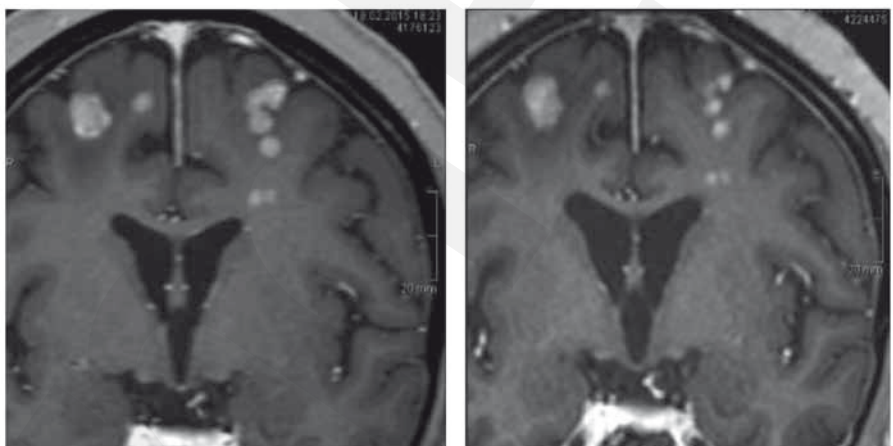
à gauche: IRM avant le début du traitement par le trastuzumab-emtansine; à droite: au bout de deux mois sous trastuzumab-emtansine.
